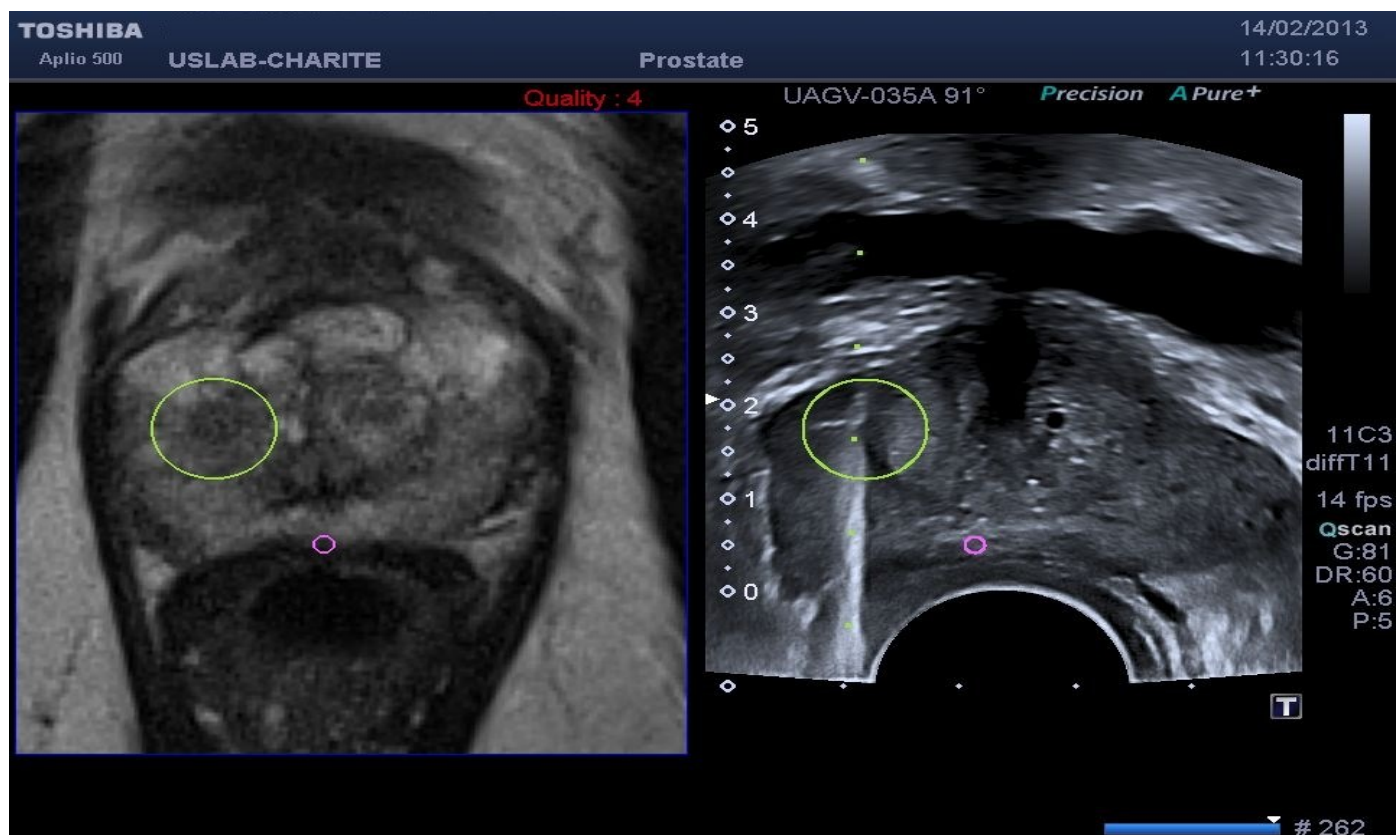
Wiederum Darstellung des MRT (links) mit einem kleinen signalabgesenkten Befund am Übergang zum Mittellappen. Nach Aufsuchen der geeigneten Position Durchführung einer gezielten Biopsie im Ultraschall (rechts) mit Dokumentation der Nadellage im Tumor.
